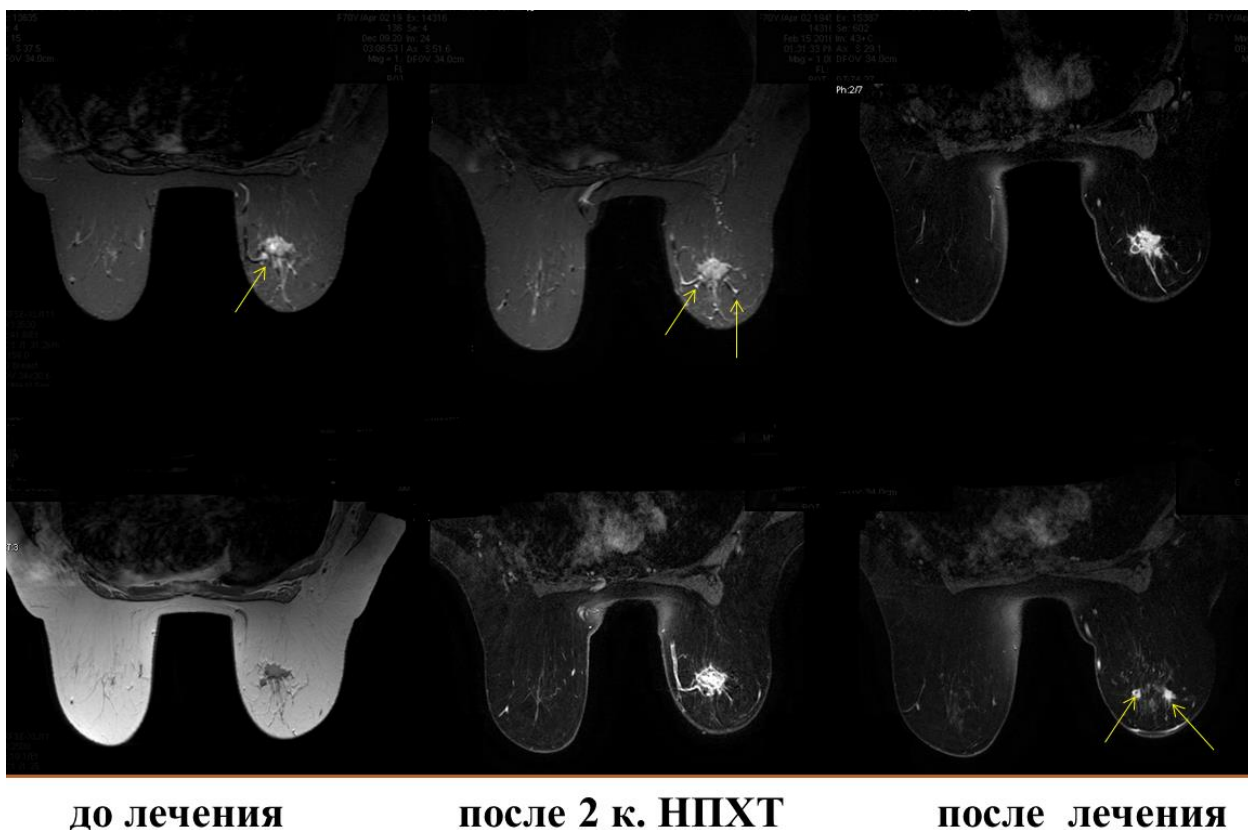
Изменение размера опухолевого узла в процессе НПХТ по данным МРТ молочных желез с контрастированием (на 3-х этапах исследования: 1) до начала химиотерапии, 2- после 2-х курсов химиотерапии, 3-перед операцией).
